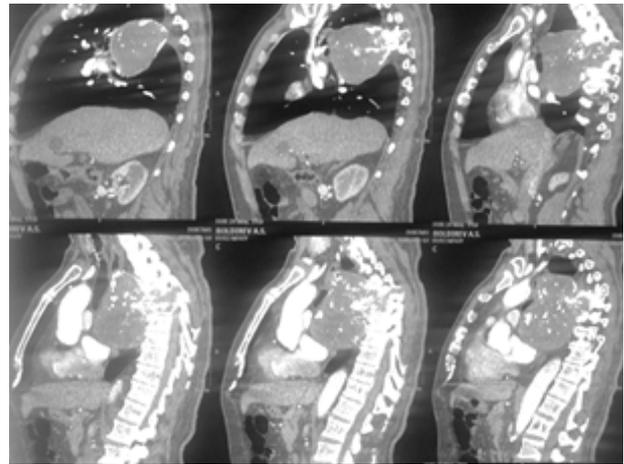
СКТ органов грудного отдела позвоночника (2007 г.): определяется полная деструкция тел Th 3-4-5-6, объемное образование неоднородной структуры с мягкотканым компонентом и компрессией спинного мозга в зоне Th3-Th6
